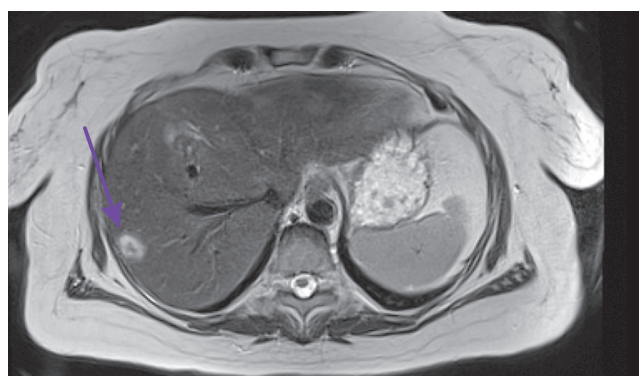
Магнитно-резонансная томография брюшной полости с внутривенным контрастированием от 04.2024. В 6 сегменте печени субкапсулярно визуализируется образование вторичного характера
